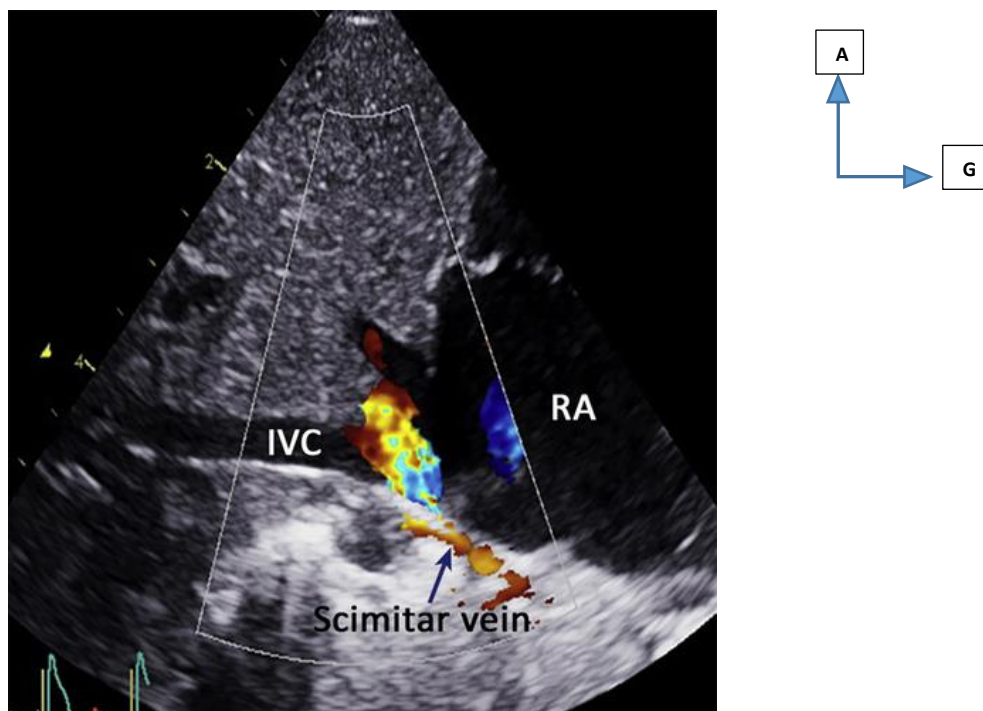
Echocardiographie mettant en évidence un retour veineux anormal [16].
